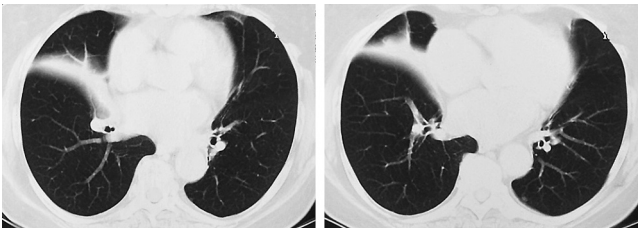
МСКТ ОГК пациентки Н. от 02.12.14
